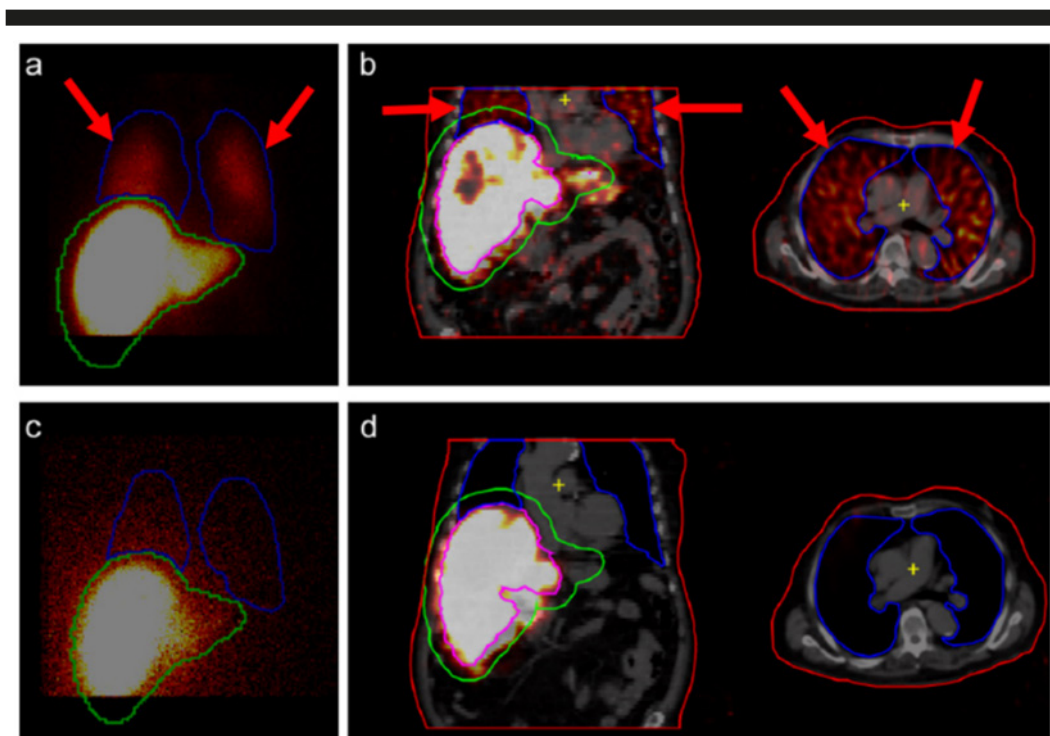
Gammagrafías obtenidas en exploraciones previas realizadas con  $^{99\text{m}}\text{Tc}$ -MAA (a: planar y b: SPECT/CT) con indicación de zonas de actividad extrahepática y con microesferas de  $^{166}\text{Ho}$ -PLLA (c: planar y d: SPECT/CT). Fuente: elaboración propia.
